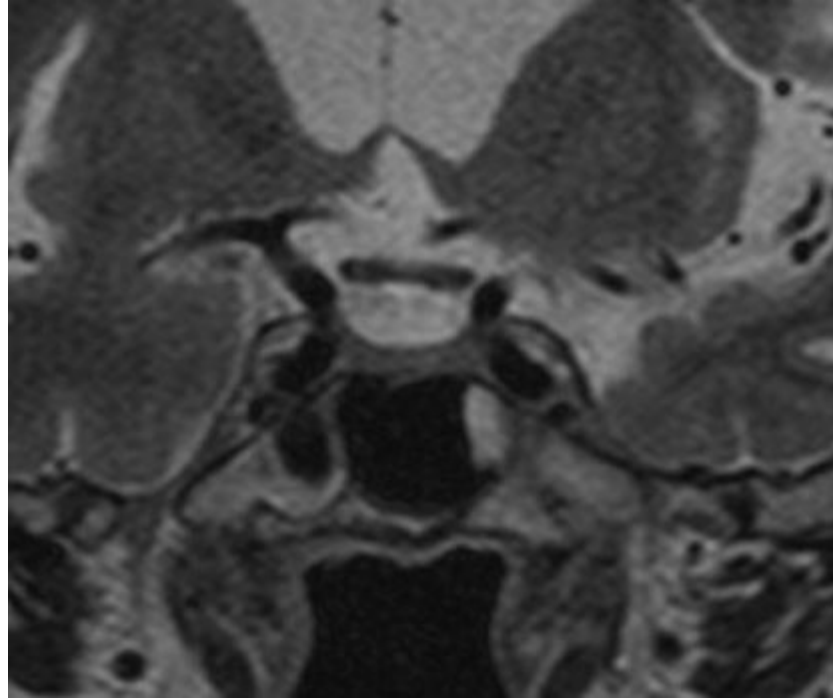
Resonancia magnética de silla turca contrastada, en la cual se aprecia una irregularidad en la porción central del tallo hipofisario que no sobrepasa los 1,8 mm de diámetro
